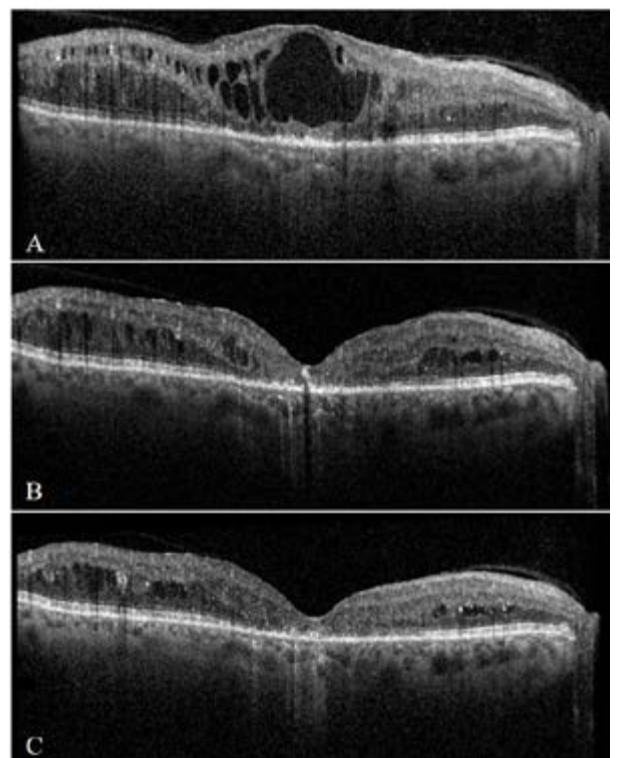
Tomografía de Coherencia Óptica: signos en presencia de EMD. EMD cistoide con alteración en las capas de la retina externa y pobre ganancia de AV a pesar de una marcada reducción del EM a los nueve meses de tratamiento. AVMC: A) Línea de base: LogMAR 0,9 (Eq. Snellen: 20/160); B) Mes 3: LogMAR 0,7 (Eq. Snellen: 20/100); C) Mes 6: LogMAR 0,7 (Eq. Snellen: 20/100).
